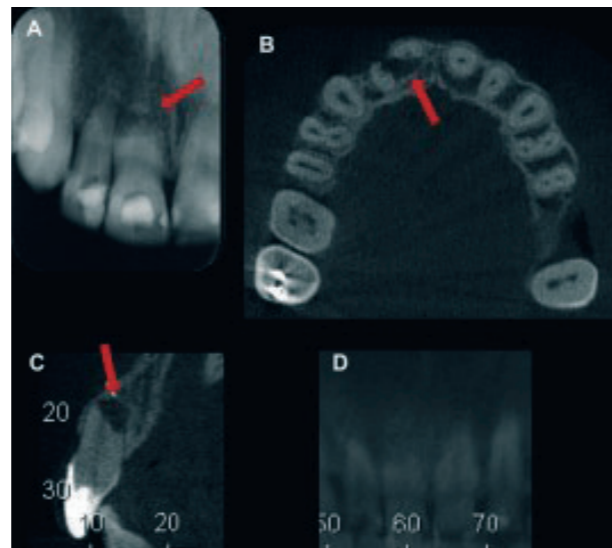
Radiografía periapical del incisivo central superior derecho con reabsorción radicular inflamatoria. Imágenes con CBCT (B,C,D) en distintos cortes.
